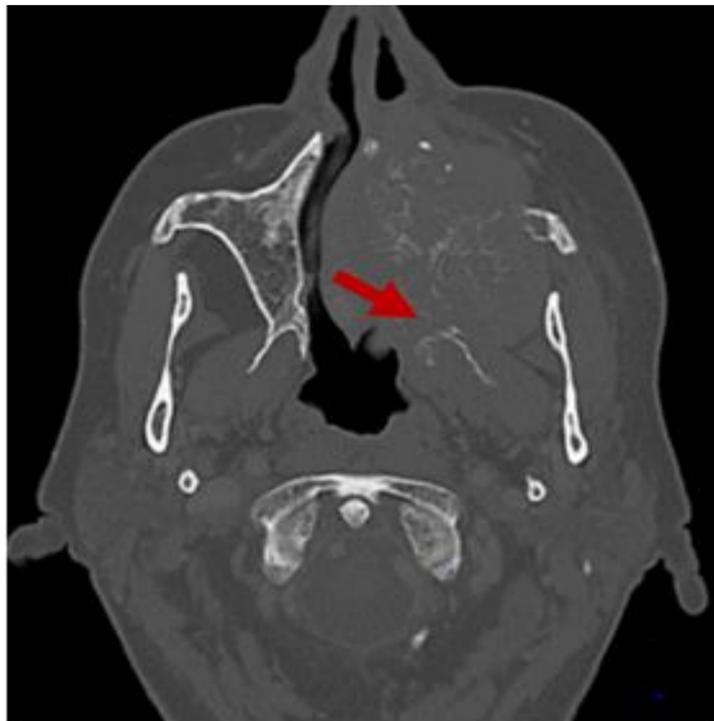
TAC axial óseo. Destrucción maxilar izquierdo. Véase la erosión de las apófisis pterigoides. Carcinoma escamoso no queratinizante
